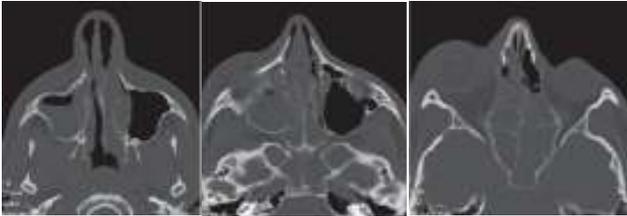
TAC dos seios peri-nasais à entrada
